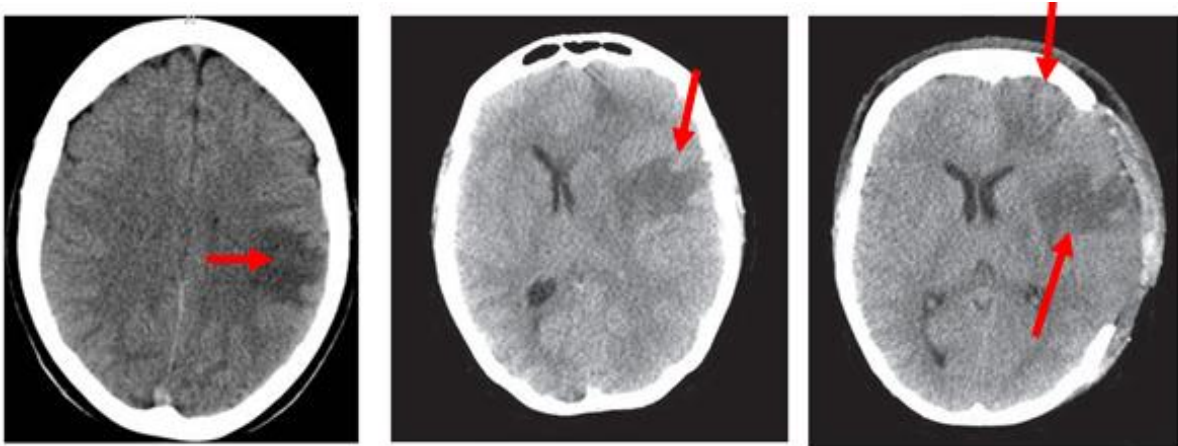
TDM cérébrale coupes axiales ; Œdème, Infarctus veineux.
